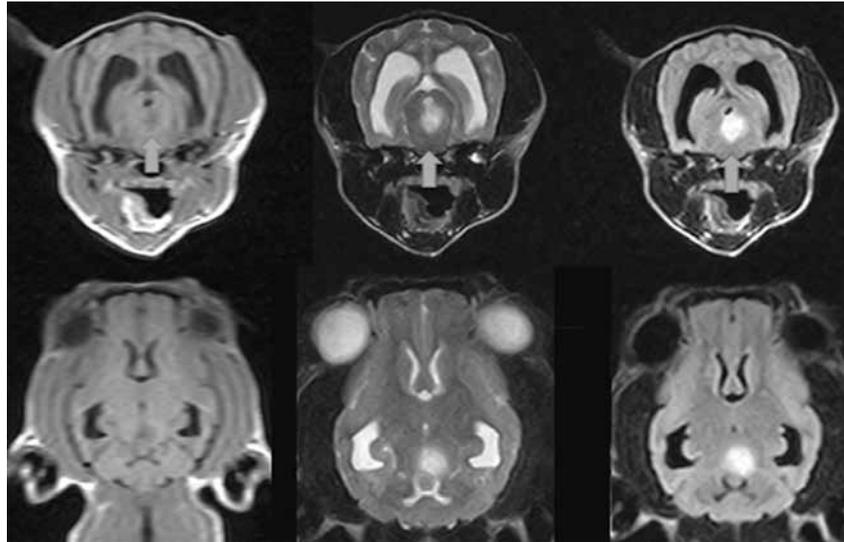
MRI画像（上段 transverse 画像，下段 dorsal 画像）。
